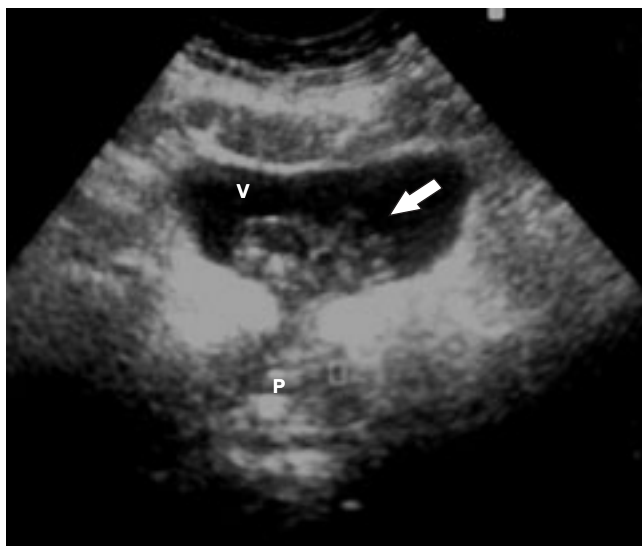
Paciente 2. Ultrasonido suprapúbico que muestra una imagen compatible con un coágulo sanguíneo en el interior de la vejiga (flecha).
